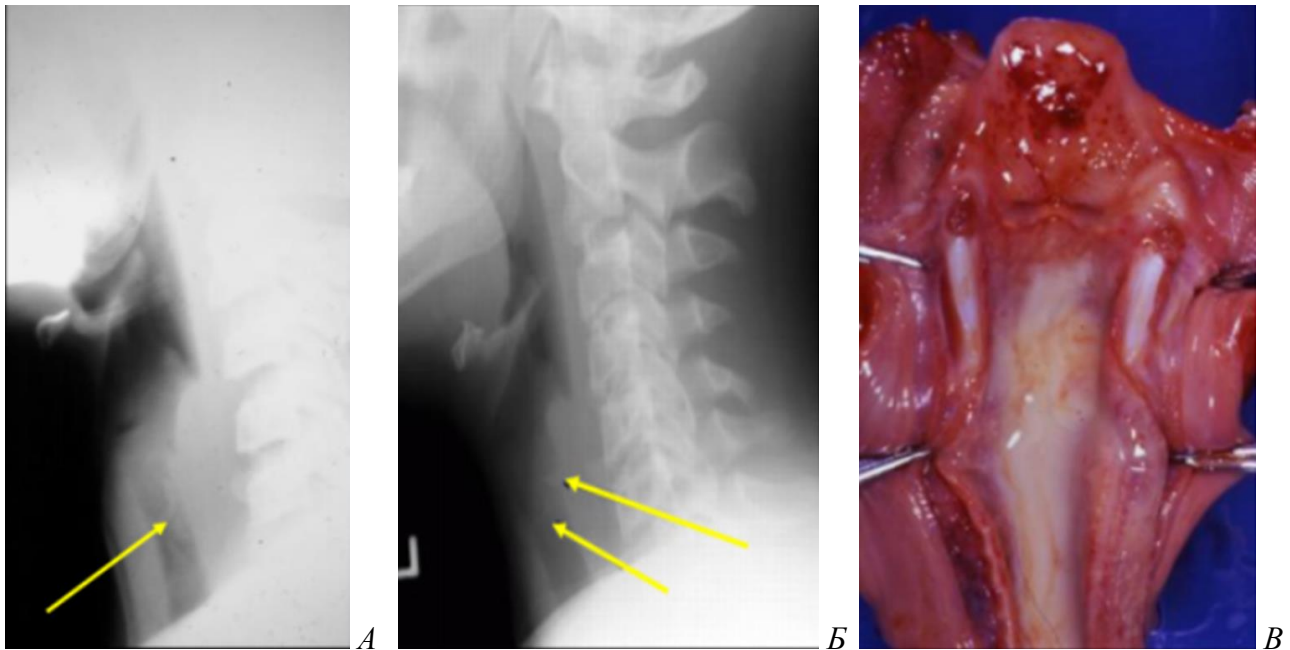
Ознаки бактеріального трахеїту: А, Б – рентгенологічні; В – морфологічні
